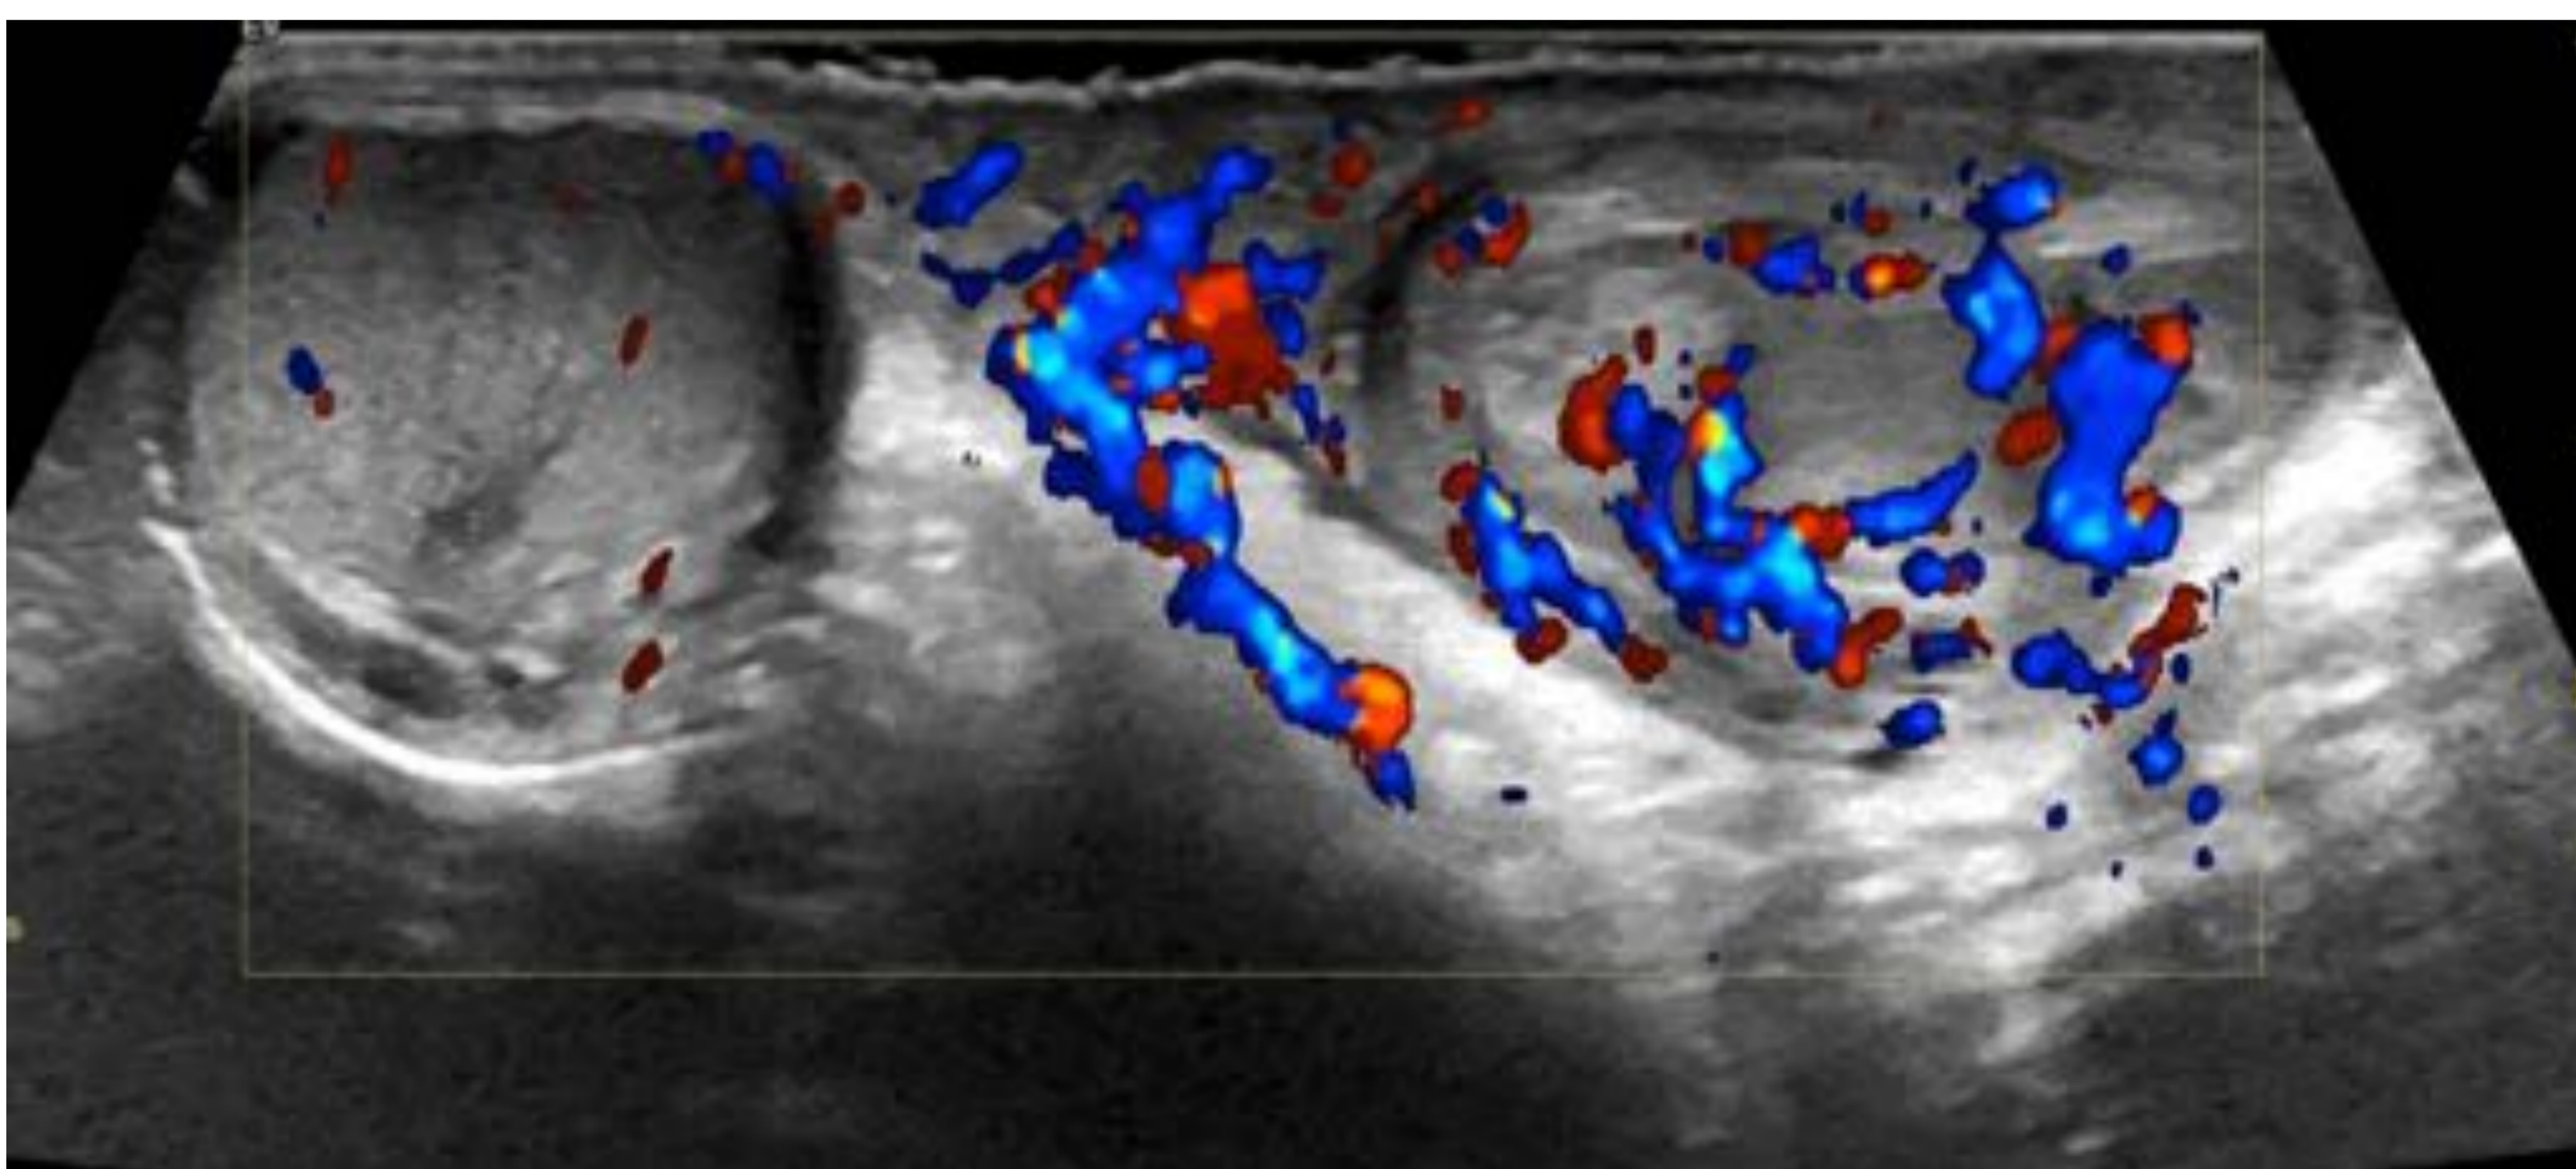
Orquiepididimitis izquierda: Aumento de la vascularización demostrada mediante Doppler color del epidídimo y testículo izquierdo en comparación con el contralateral.
